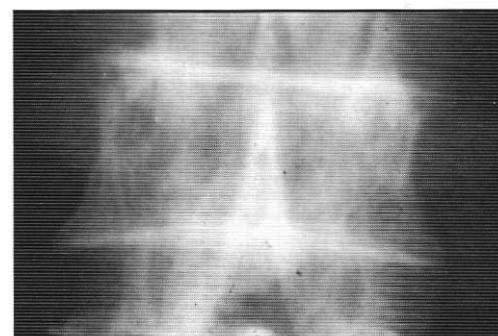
Caso 4. Radiografía de cuerpo vertebral. Aumento difuso de la densidad, especialmente en los platillos, dando la apariencia de vértebra en "marco de pintura".
